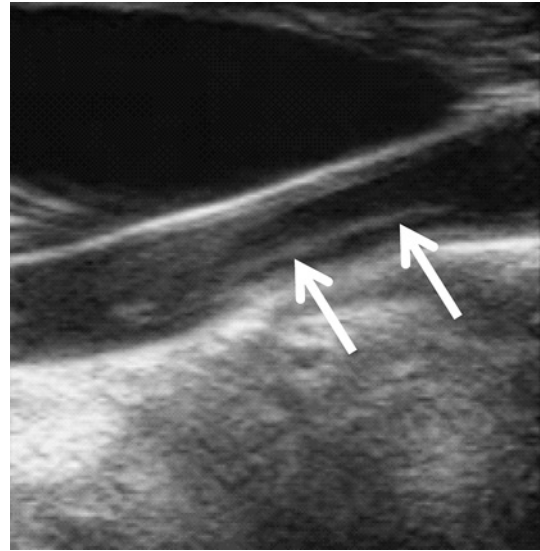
A acute stroke patient associated with aortic dissection. Carotid echosonography shows a flap (→) in the common carotid artery.
